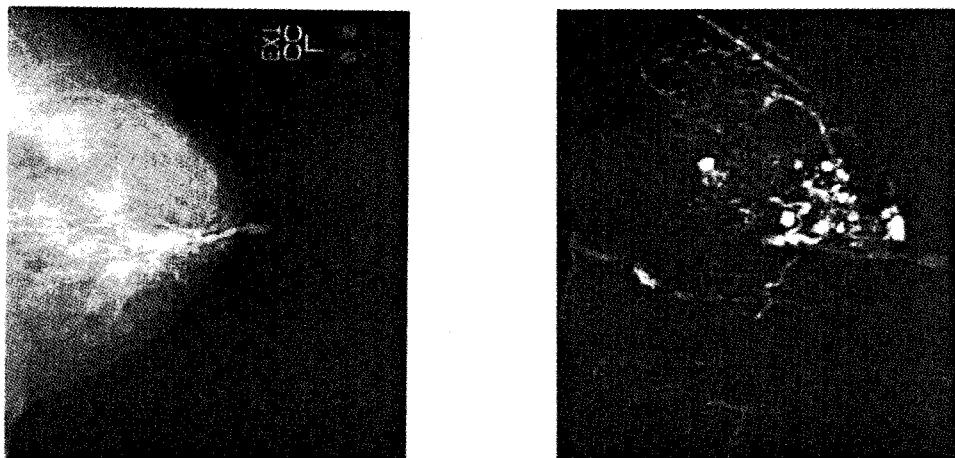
동일한 환자의 screen film mammography와 MRI 유선조영술의 비교
